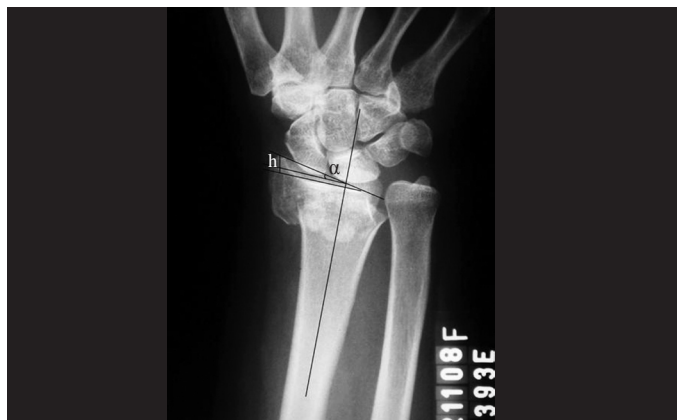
Radiografia de punho pré-operatória na incidência posteroanterior (PA) evidenciando uma fratura de rádio distal extra-articular com cominuição metafisária e diminuição da inclinação radial. Nela está demonstrada a inclinação radial (α) e a altura radial (h).
